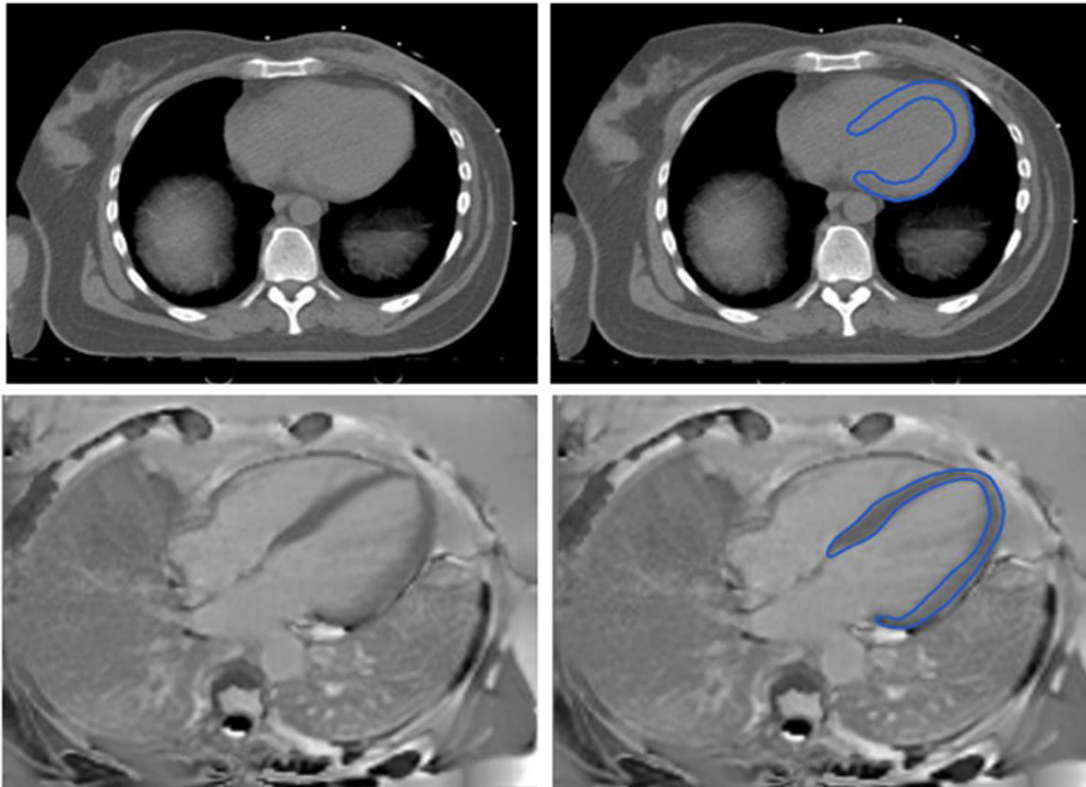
Vergleich Konturierung einer CT- (oben) bzw. MRT- (unten) Aufnahme anhand einer Beispielpatientin
